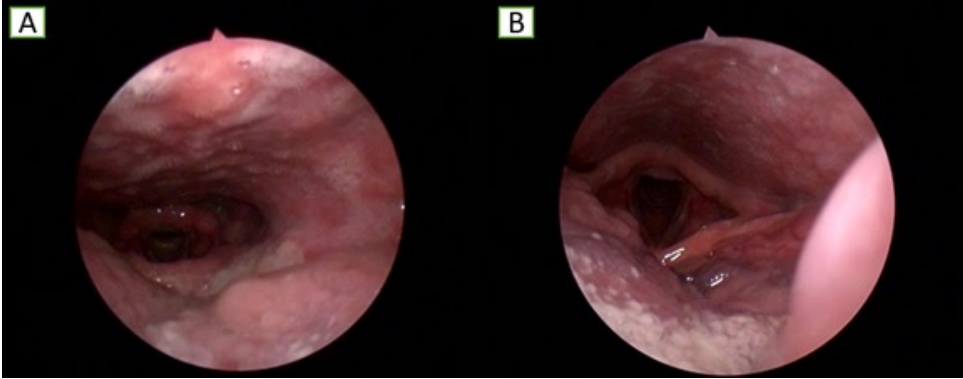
Preoperatif ve postoperatif MRI görüntülemelerinin parasagittal planda karşılaştırılması. Dil kökünde obstrüksiyona yol açan lenfoid hiperplazi ve hipertrofik kas dokusunun transoral robotik cerrahi ile rezeksiyonu öncesi (A) ve sonrasında (B) görünümü.
